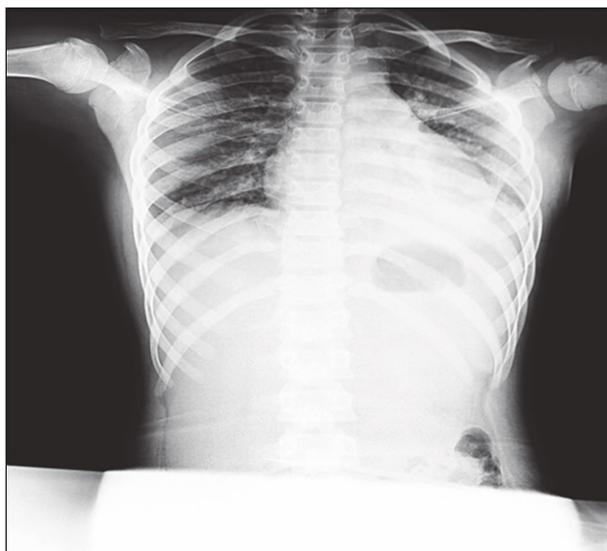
ray chest examination in a child M. at hospitalization.
